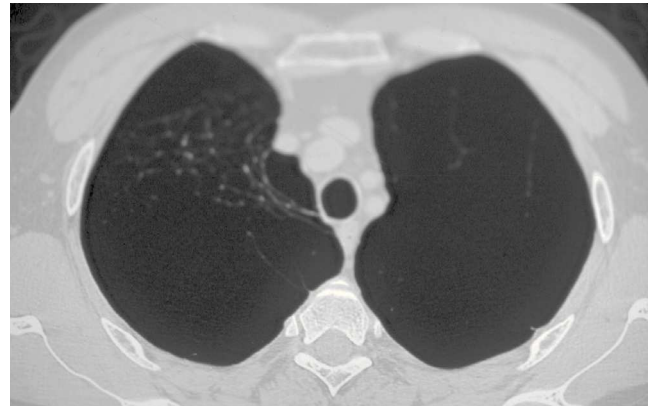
Tomografía axial computarizada con corte a nivel de lóbulos superiores mostrando enfisema severo con grandes bullas apicales bilaterales.
